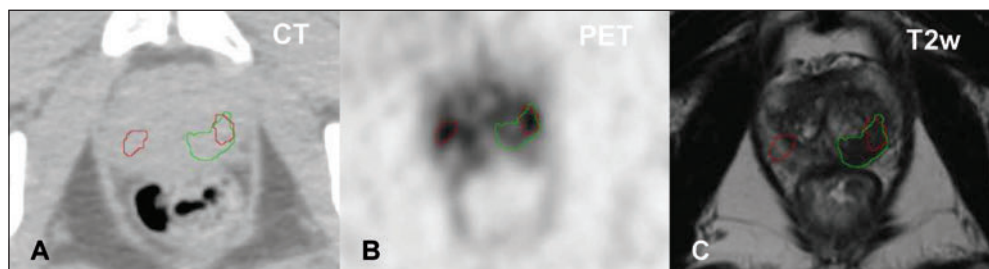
(A), (B): Im PSMA-PET/CT konnten bilateral zwei Herde befundet werden (*rot*). (C): Dagegen zeigte die MRT-Bildgebung einen Herd im linken Prostatalappen an (T2-Wichtung, *grün*). In einer trans-rektalen Biopsie konnten in beiden Prostatalappen Prostatakarzinome beschrieben werden.
